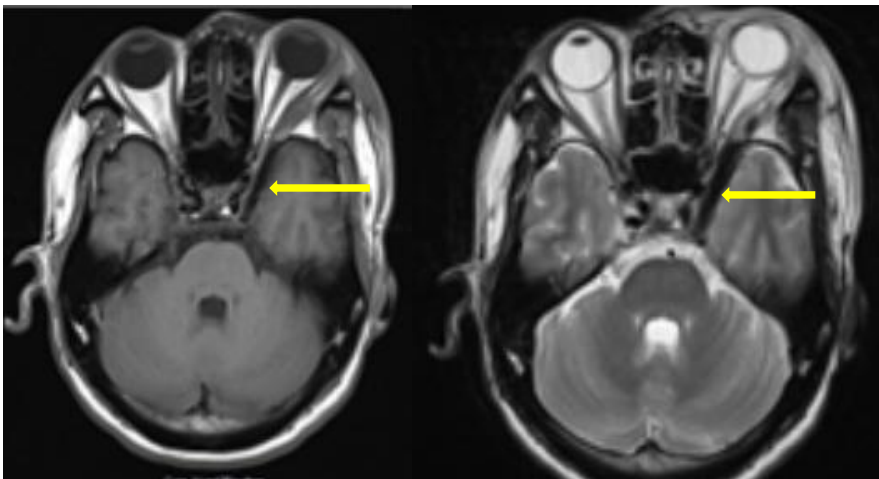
Kranielles MRT, T1- und T2-Sequenzen. Links retroorbital kommt der hypointense FK (Esststäbchen) zur Darstellung (gelber Pfeil).
